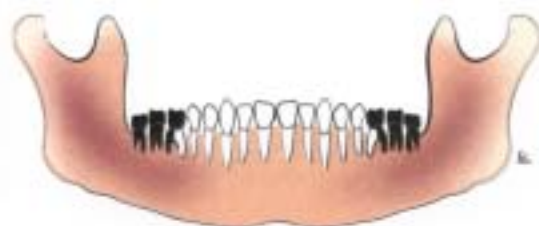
Dinții cauzali și localizarea abcesului de spațiu submandibular, procesul patologic periapical erodează corticala internă sub inserția m. milohioidian
